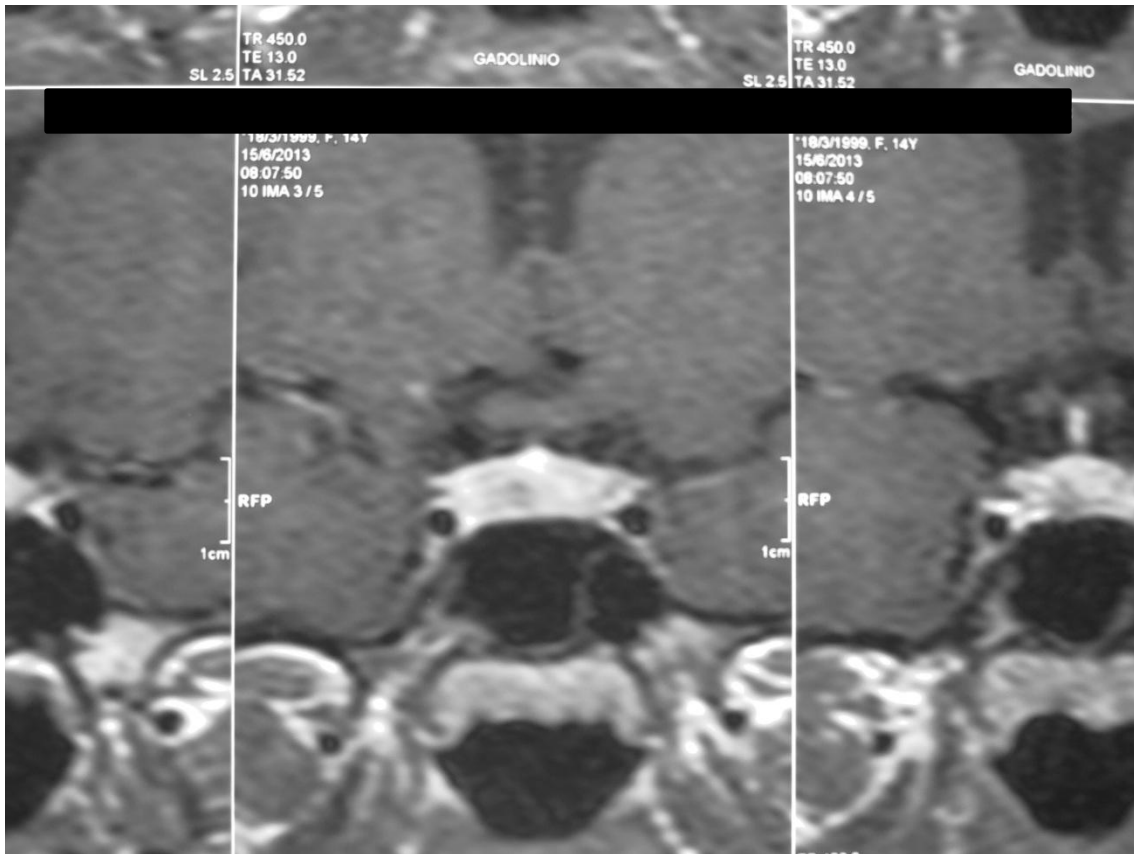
Ressonância magnética de sela turca em T1, coronal, com contraste, sete meses após início do tratamento com a cabergolina, a qual mostra que o pequeno adenoma hipofisário teve regressão (0,3 cm).
